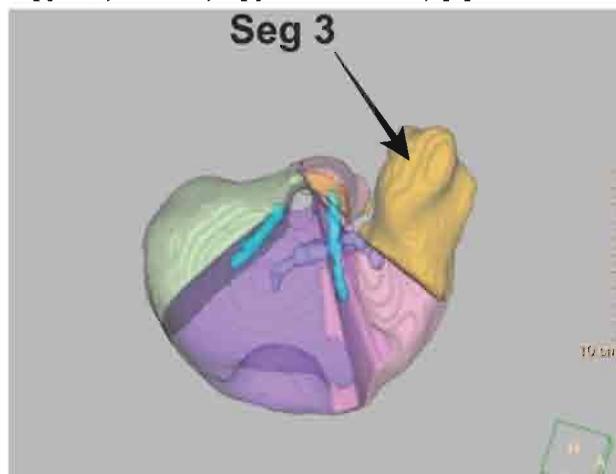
Дані реконструкції КТ на 14-ту добу з часу виконання резекції печінки. Seg 3 — гіпертрофований 3-й сегмент печінки. Даних щодо венозної конгестії немає
